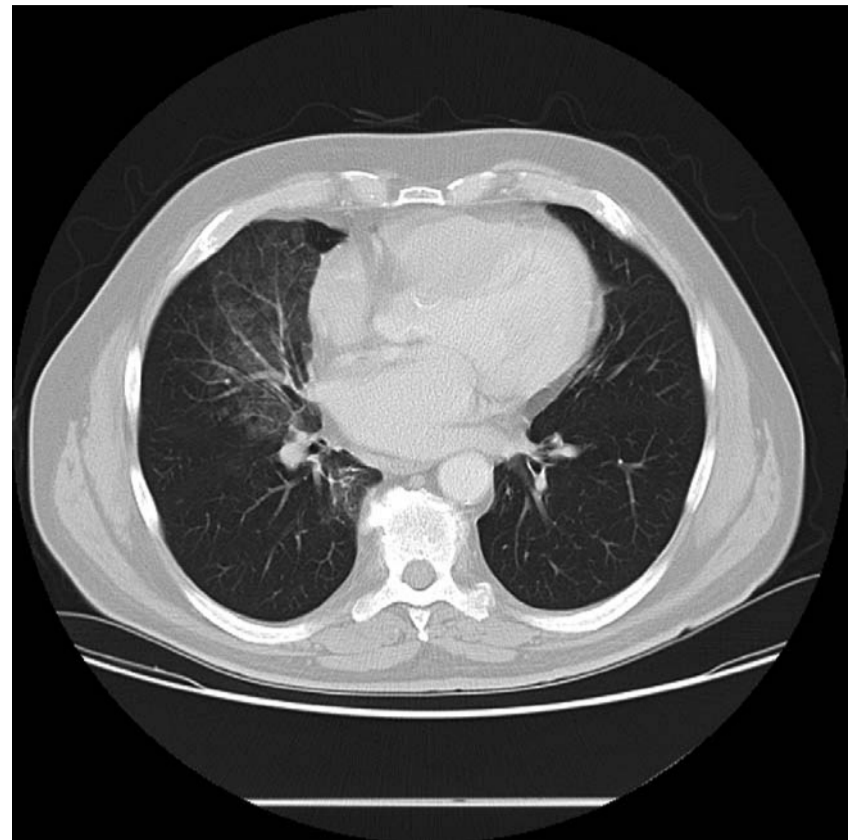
Fallbeispiel 1: Computertomographie Thorax. Glatt begrenzte hypodense Konsolidierungen im rechten Unter- und Mittellappen mit teils fettäquivalenten Absorptionswerten.
